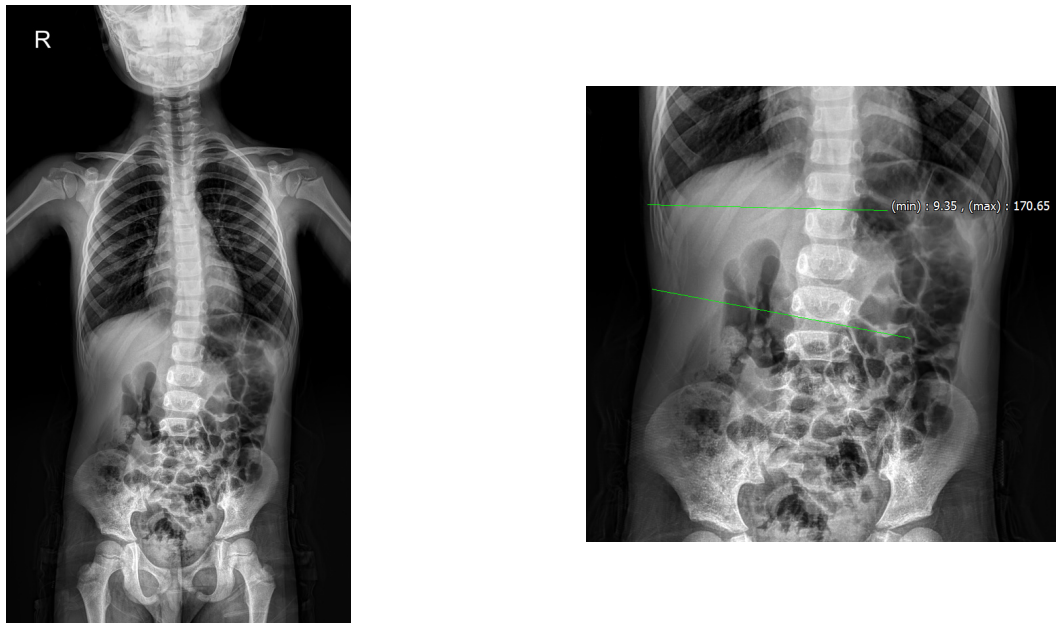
Whole spine x-ray image of patient before Chuna manual therapy on 7th February 2023.
